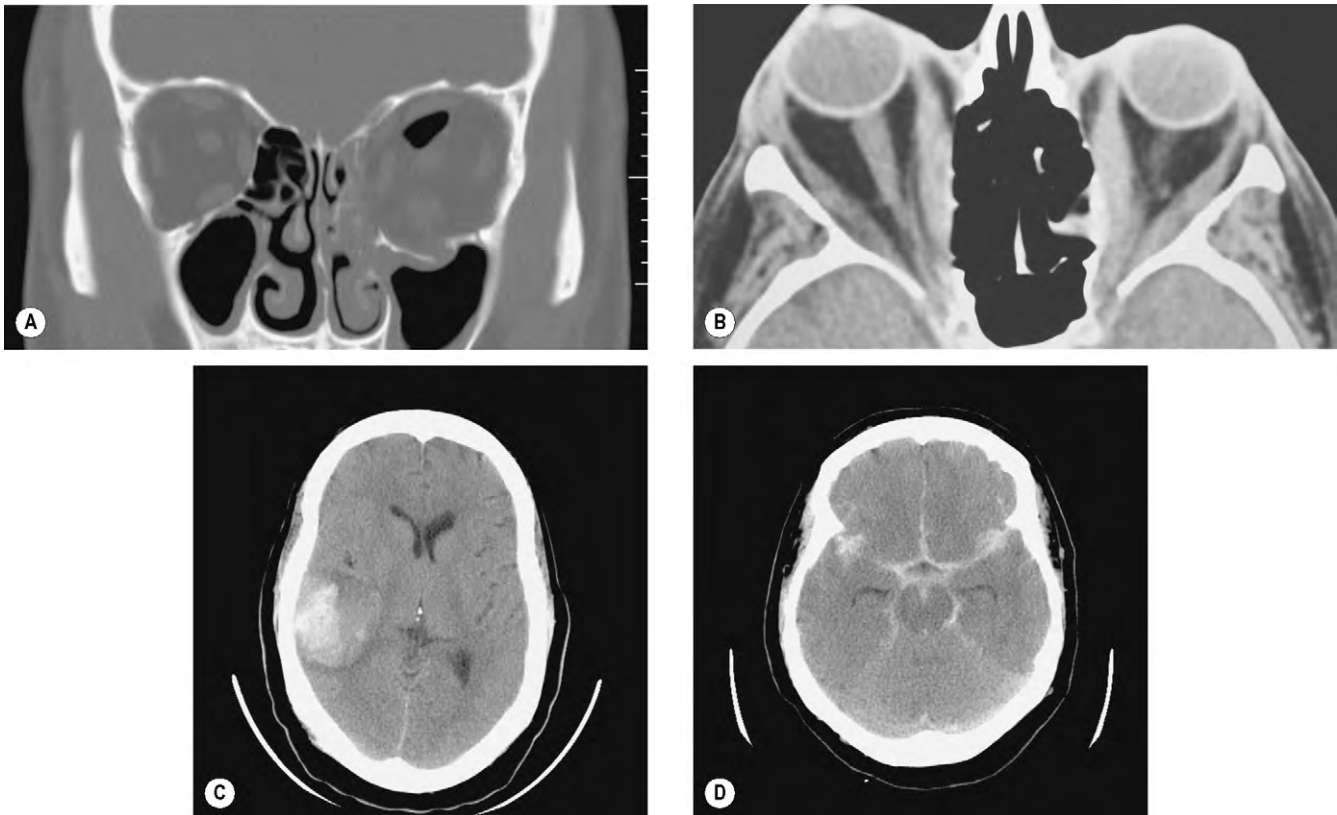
Imágenes de TC. (A) La imagen coronal muestra fracturas por estallido del suelo y la pared medial de la órbita izquierda con enfisema orbitario; (B) la imagen axial muestra hipertrofia bilateral de los músculos extraoculares y proptosis derecha; (C) la imagen axial muestra un hematoma parenquimatoso agudo en el lóbulo temporal derecho; (D) la imagen axial muestra sangre subaracnoidea extensa en las cisternas basilares y en las cisuras de Silvio e interhemisféricas.
